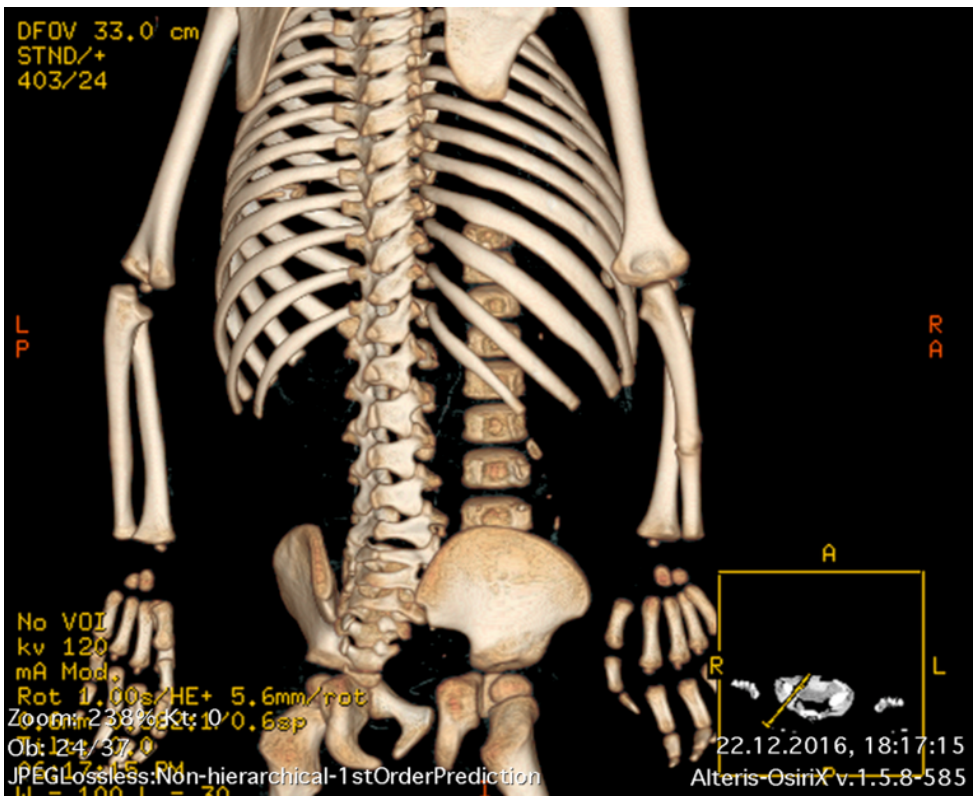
Fracture fissure surrounded by callus in the right ulna between 1/2 and 1/3 of its distal length, visualized on post-dissection CT examination.
